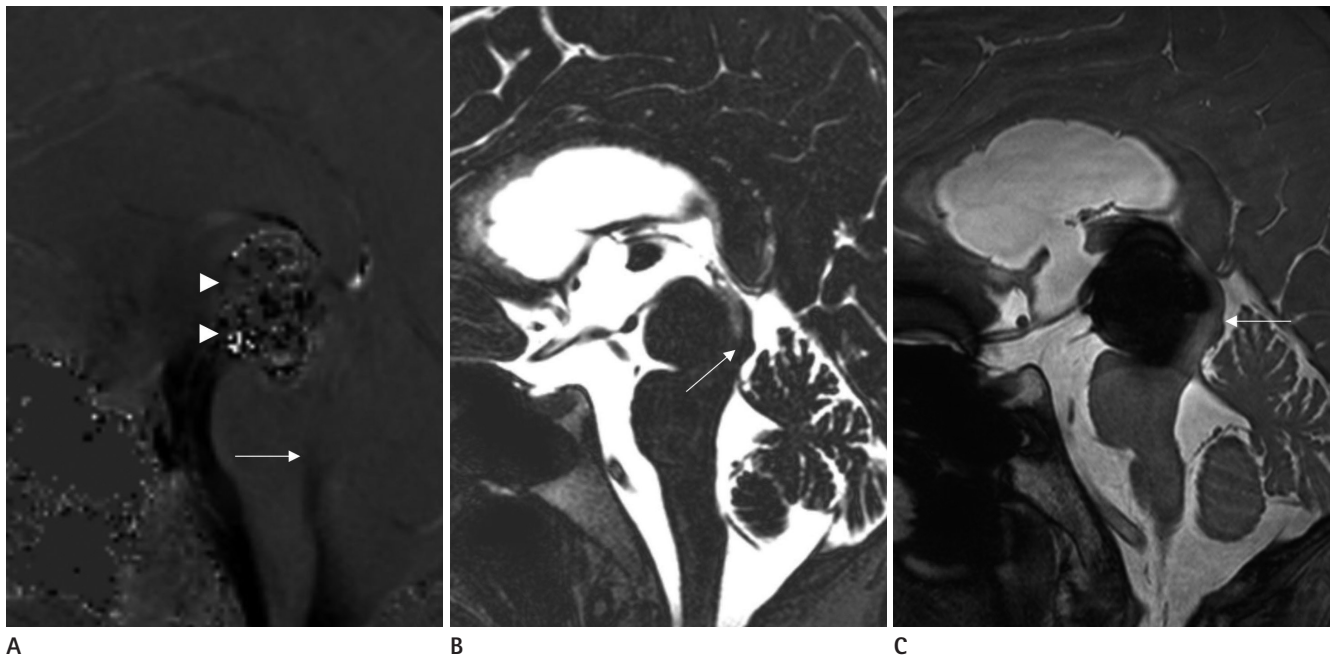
A 65-year-old woman with a coil-embolized aneurysm at the top of the basilar artery. Phase-contrast cine image (A) shows coil-embolized giant aneurysm at the basilar tip (arrowheads) and no active cerebrospinal fluid pulsation through the aqueduct (arrow). Volumetric isotropic T2-weighted acquisition image (B) also shows coil-embolized aneurysm causing aqueductal stenosis (arrow). However, the lumen of the aqueduct is obscured by coil-induced susceptibility artifact on balanced turbo field echo image (C).
